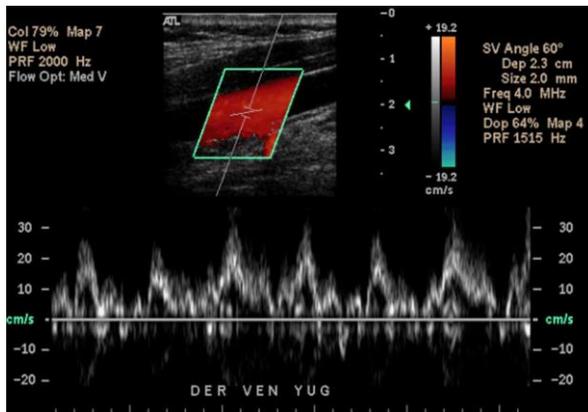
Doppler color en proyección longitudinal de la vena yugular interna.
